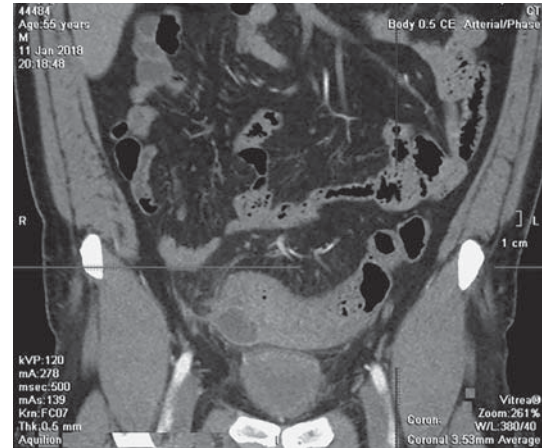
Компьютерная томограмма органов брюшной полости в коронарной проекции. После внутривенного введения контрастного вещества отмечается интенсивное усиление контрастирования стенки сигмовидной кишки с наличием округлой гиподенсной зоны с довольно четким контуром (околокишечный абсцесс).
